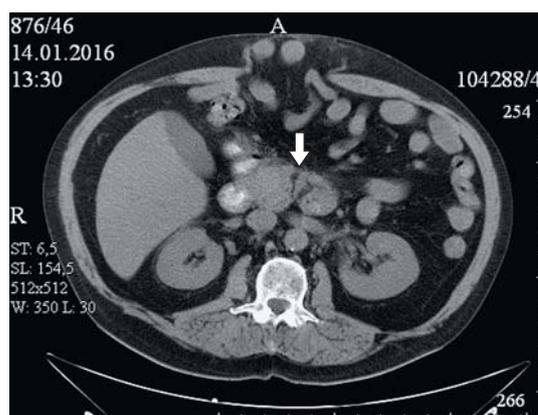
Компьютерная томограмма. Панкреонекроз, наружный панкреатический свищ. Свищевой ход от кожи до перешейка ПЖ, в котором виден дефект ткани на всю толщину паренхимы (указан стрелкой). Парапанкреатическая клетчатка не изменена.
